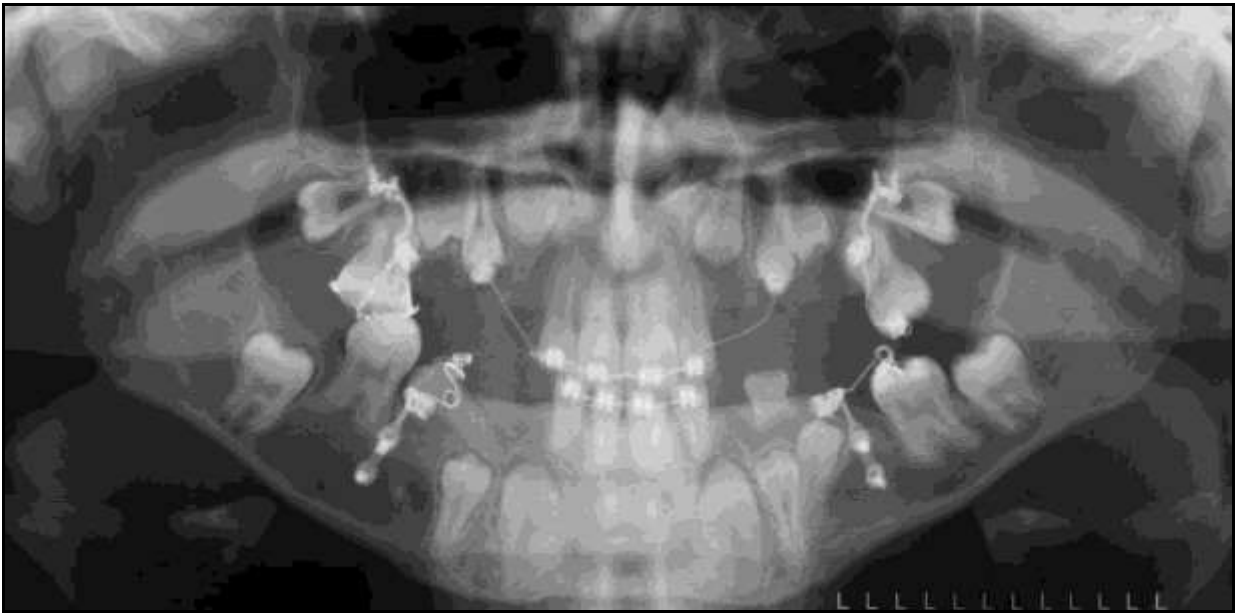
Orthopantomogramme du 22/06/07, après 1 an et 5 mois de traction des 6, notez que la 36 arrive sur arcade après dégagements multiples. Le dégagement et le collage de 14 et 24 ont été effectués, les tractions n'ont pas débuté (Photo J.P. Perrin).
